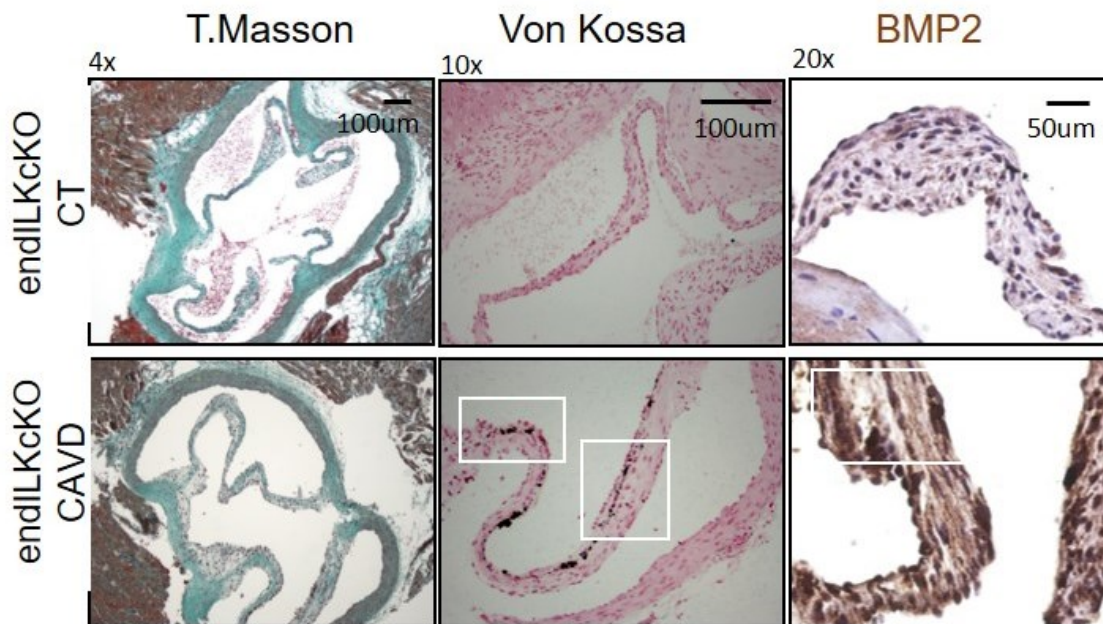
Tinciones de válvula aórtica. Imágenes representativas en cortes seriados de válvula aórtica de ratones CT y con delección endotelial de ILK. A: Tinción Masson para observar la fibrosis valvular (verde). B: Tinción de Von Kossa para detectar la calcificación (negro). C: Inmunohistoquímica de BMP2.
